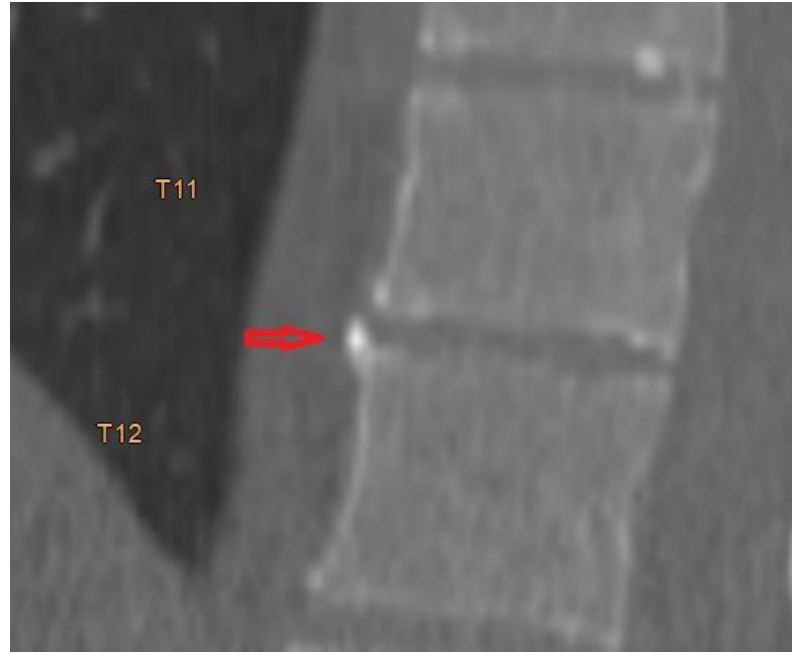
Osteofit Lineer Evre 5 olarak değerlendirilmiş BT görüntüsü
